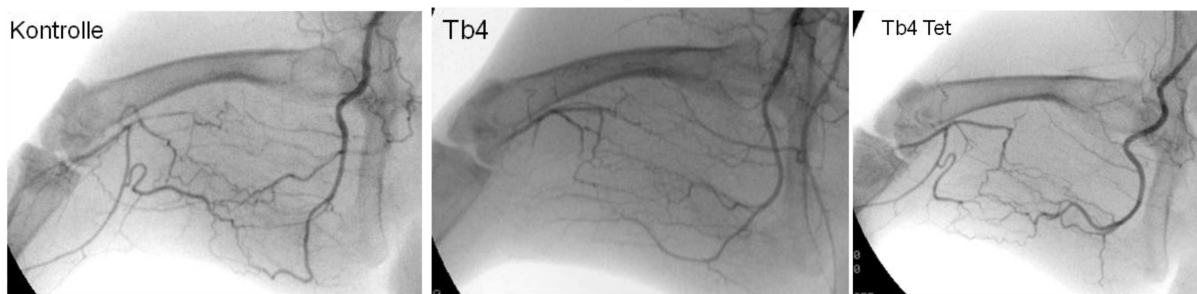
CT-Angiographie-Bilder des Kollateralwachstums der verschiedenen Gruppen im Vergleich.
